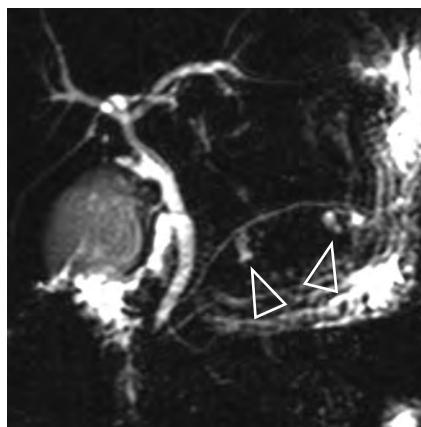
Sur cette bili-IRM demandée à la recherche de lithiases de la voie biliaire principale, découverte fortuite d'ectasies kystiques juxta-centimétriques de canaux secondaires, évoquant des localisations de TIPMP (têtes de flèches)
